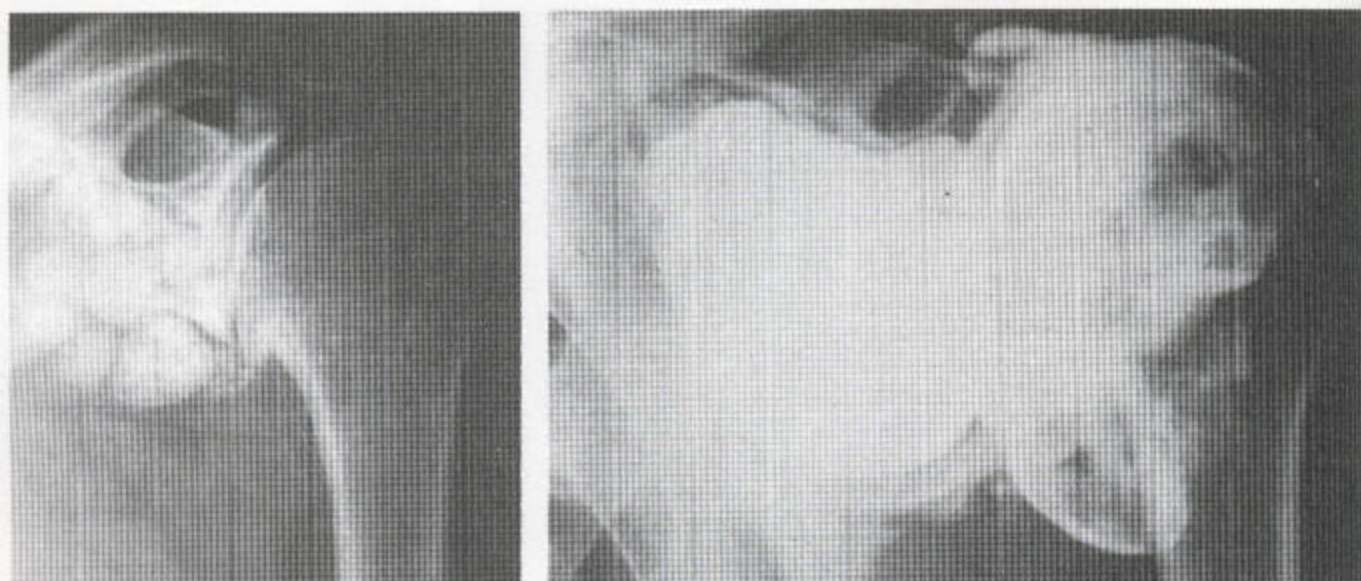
滑膜骨软骨瘤病 (a) 平片示肩关节内许多游离体。(b) 单对比性关节造影片显示关节内有由游离体引起的充盈缺损。
